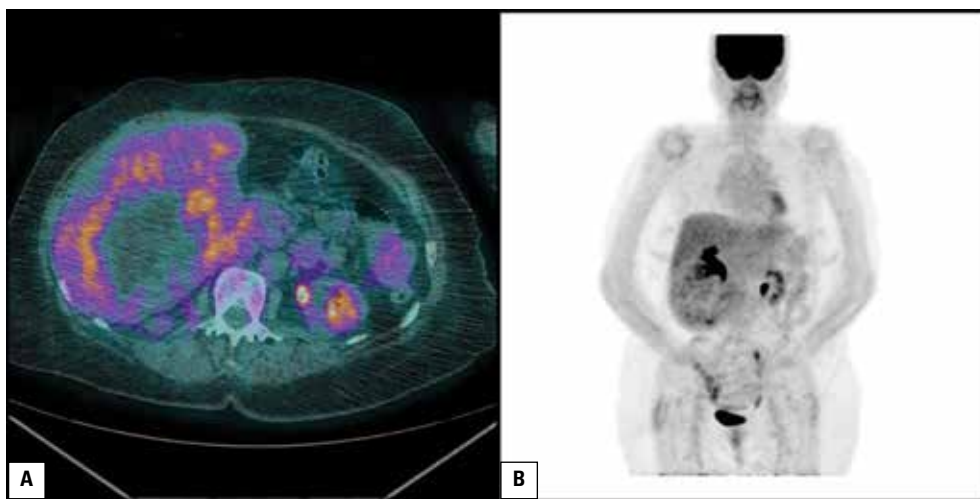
(A, B) PET/CT with the use of ^{18}F -FDG showed only slight accumulation of the tracer on the periphery of large hepatic masses. The activity was only slightly higher than physiologic activity of the hepatic tissue ($\text{SUV}_{\text{max}} = 2.9$ vs. 2.4). No ^{18}F -FDG accumulation in the central hypodense areas of the lesions indicated central necrosis in the metastatic foci. No focal uptake in any other organ was detected with PET/CT
